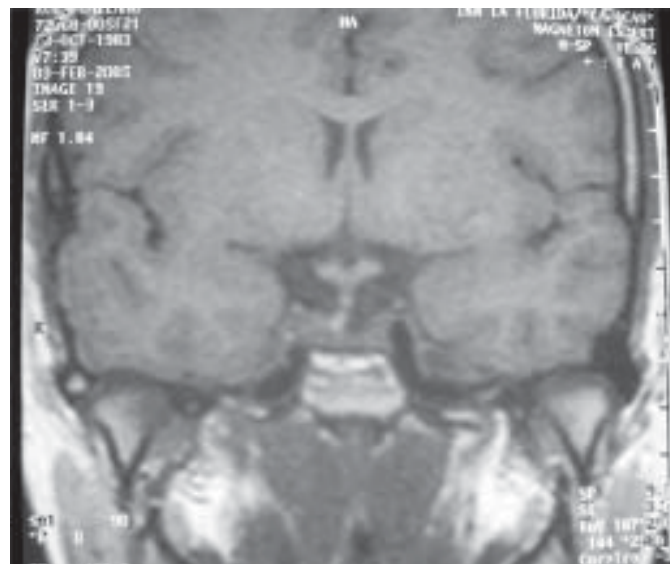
RMN de control 10 meses después de tratamiento con un agonista dopaminérgico. Corte coronal en T1. No se observa tumor. Tallo hipofisario central y quiasma óptico libre.
